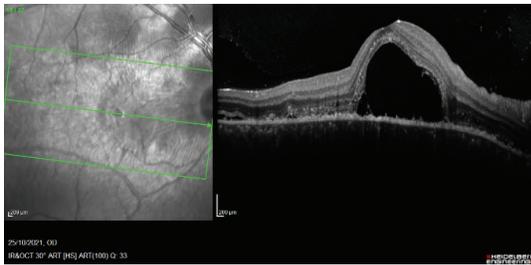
Tomografía ojo derecho
